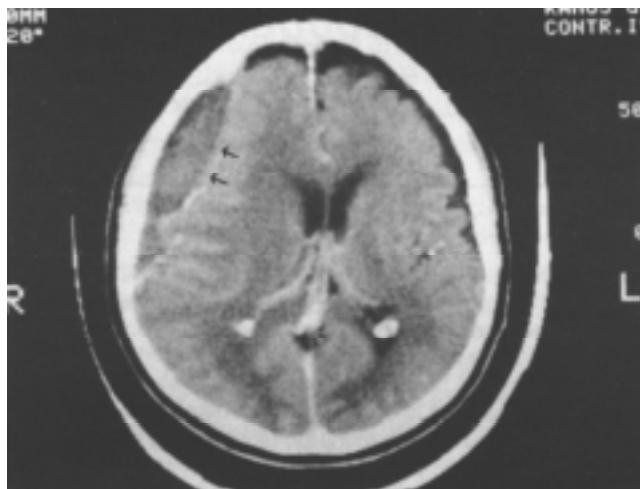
La aplicación de medio de contraste intravenoso en esta tomografía, hace más notoria la imagen hipodensa frontoparietal derecha del hematoma subdural crónico. El sistema ventricular está desplazado hacia la izquierda y existe además atrofia cerebral generalizada.
